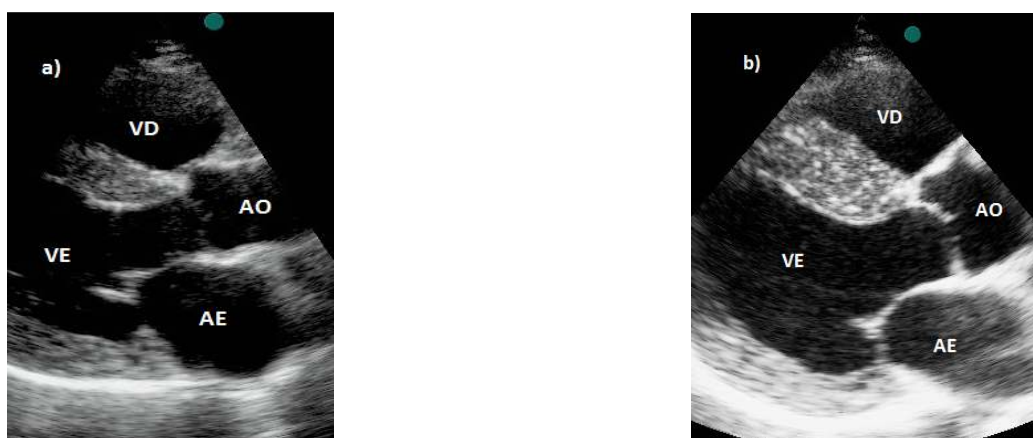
Ecocardiograma dum corte paraesternal-longitudinal do VE. Hipertrofia concêntrica fisiológica num atleta (a) e hipertrofia do SIVd (b) num doente com cardiomiopatia hipertrófica. VE-ventrículo esquerdo; VD-Ventrículo direito; AE-aurícula esquerda; AO-artéria aorta
